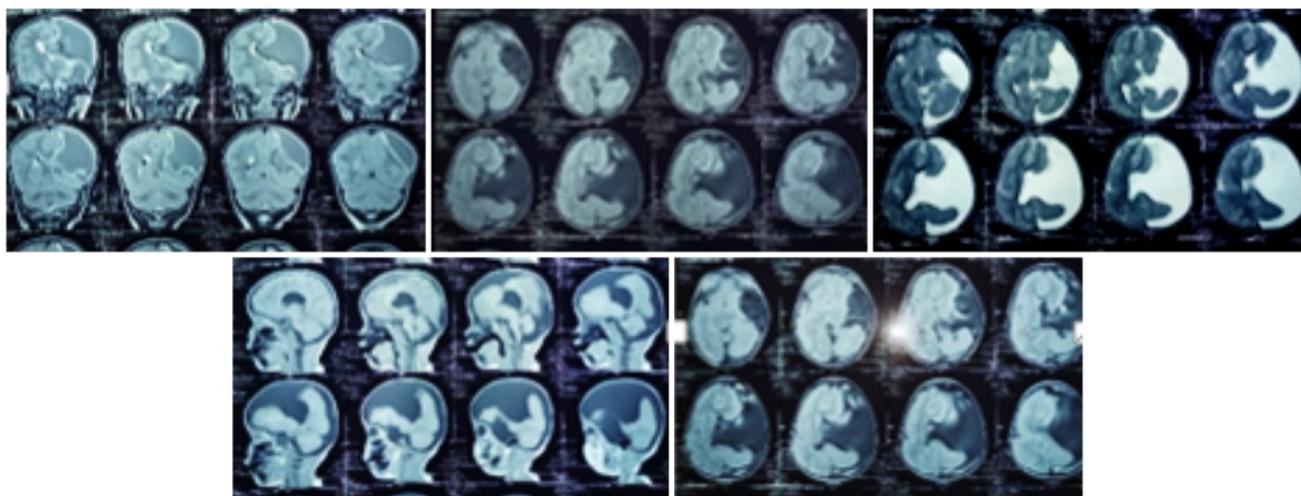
RMN Cerebral del paciente. Se observa una imagen tipo QA temporal izquierdo Galassi tipo III. Así mismo se observa ESQ de labio abierto ipsilateral.
